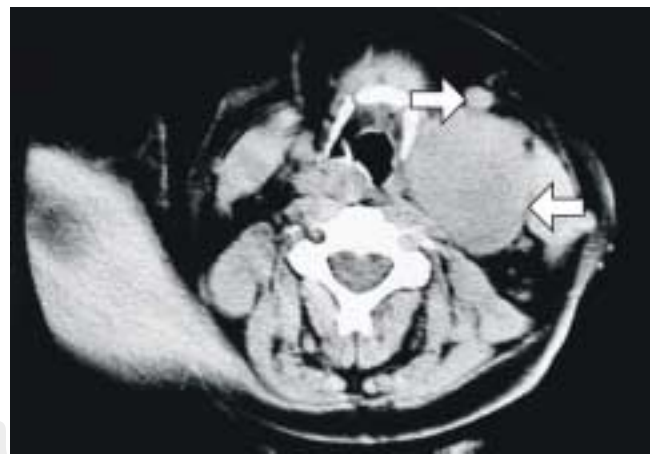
La tomografía computada demuestra una lesión sólida circunscrita en la bifurcación de la carótida. La carótida externa se encuentra desplazada hacia delante (flecha superior) y la carótida interna completamente rodeada por la lesión (flecha inferior).
